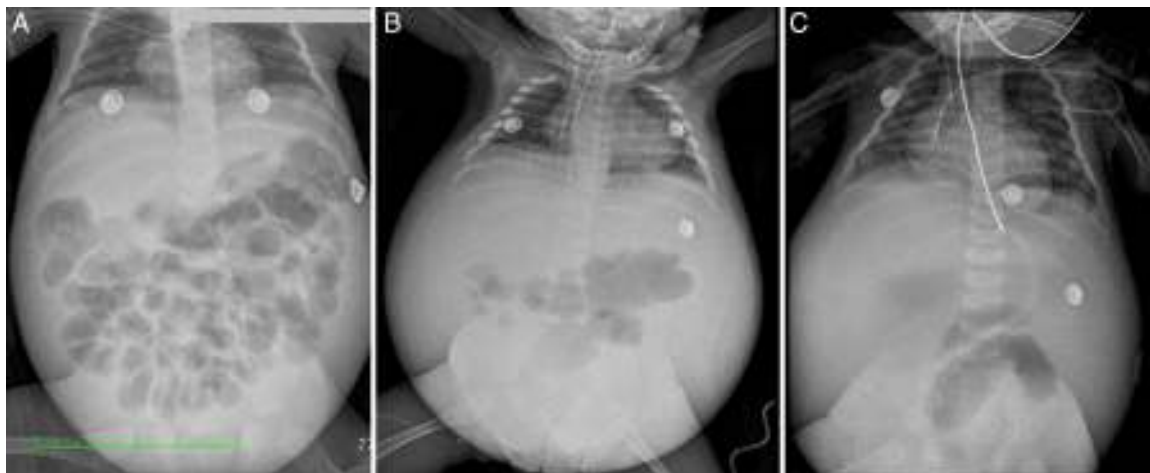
Radiografías toracoabdominales simples. A. Desplazamiento de asas de intestino. B. Horizontalización de los arcos costales. C. Crecimiento de cavidades del corazón.
